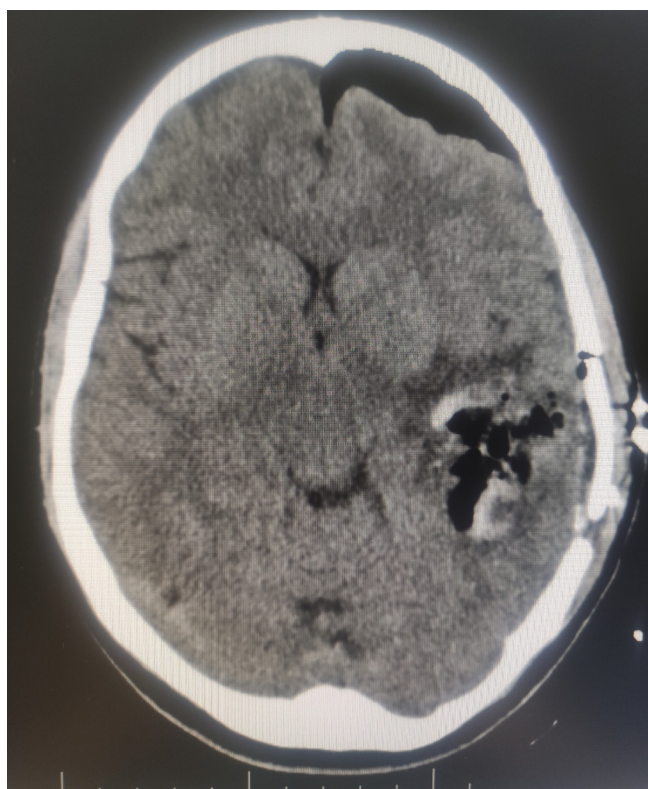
TAC cerebral tras exéresis parcial de la lesión
